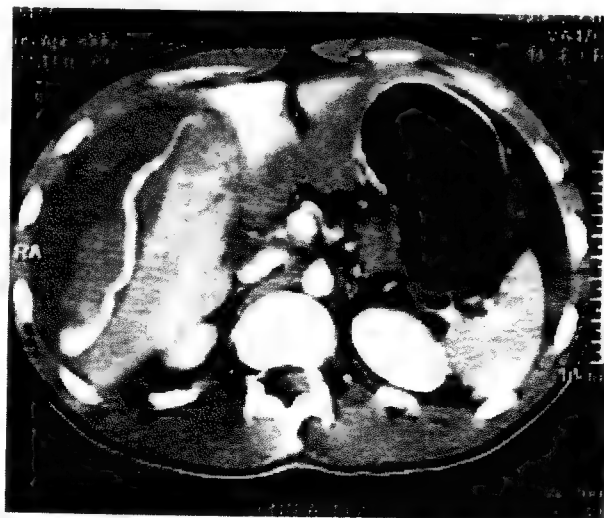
Hematom și dilacerare importantă lob drept hepatic cu extravazarea substanței de contrast– CT abdominal cu contrast i.v.
